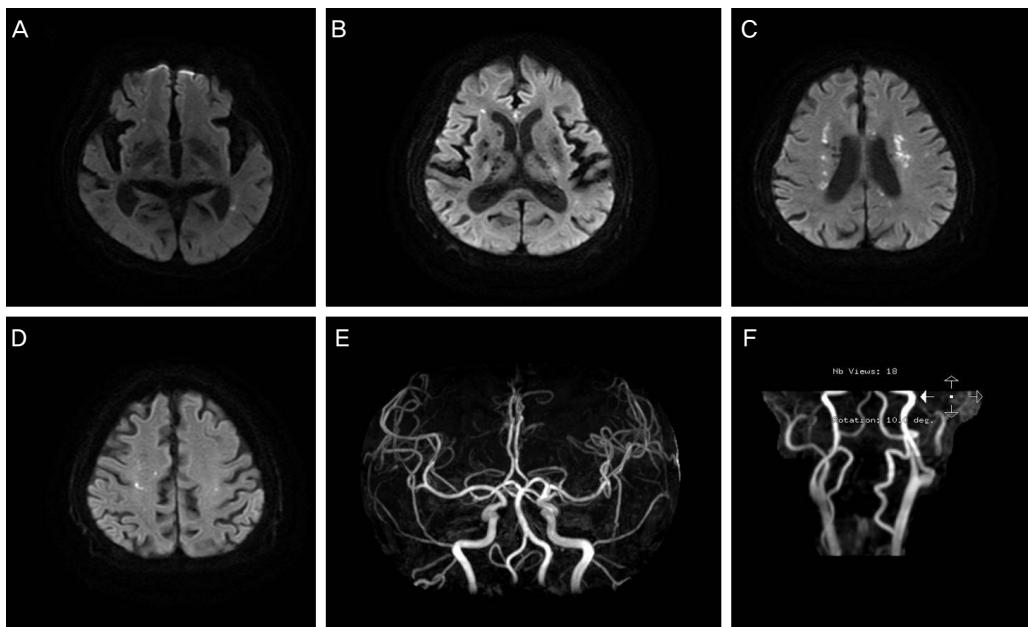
Neuroimaging findings. Multiple scattered cerebral infarctions, especially in the bilateral periventricular white matter, were observed on diffusion weighted imagings (A-D). Brain and neck magnetic resonance angiography with contrast demonstrates no significant atherosclerosis (E-F).
